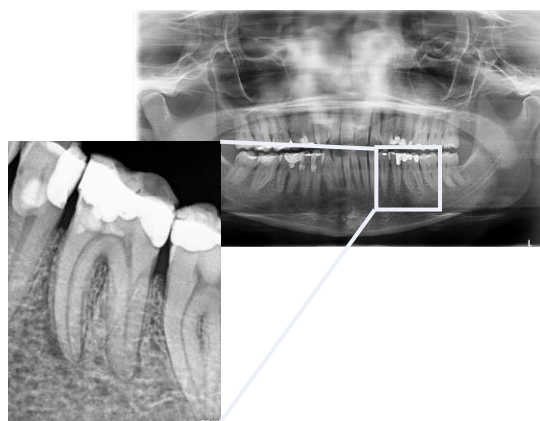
Situação inicial. Ortopantomografia realizada em novembro de 2021 e radiografia periapical realizada em março de 2022.
